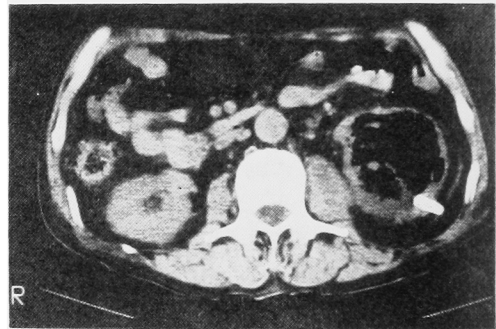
CT scanning 30 days after conservative chemotherapy and drainage shows unchanged size of gas shadow in the left kidney (Case 2).
